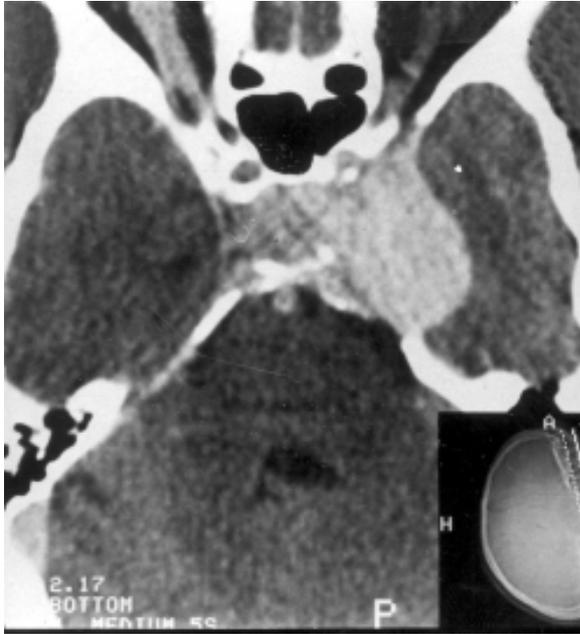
Tomografia computadorizada após contraste endovenoso mostrando a lesão do seio cavernoso.
